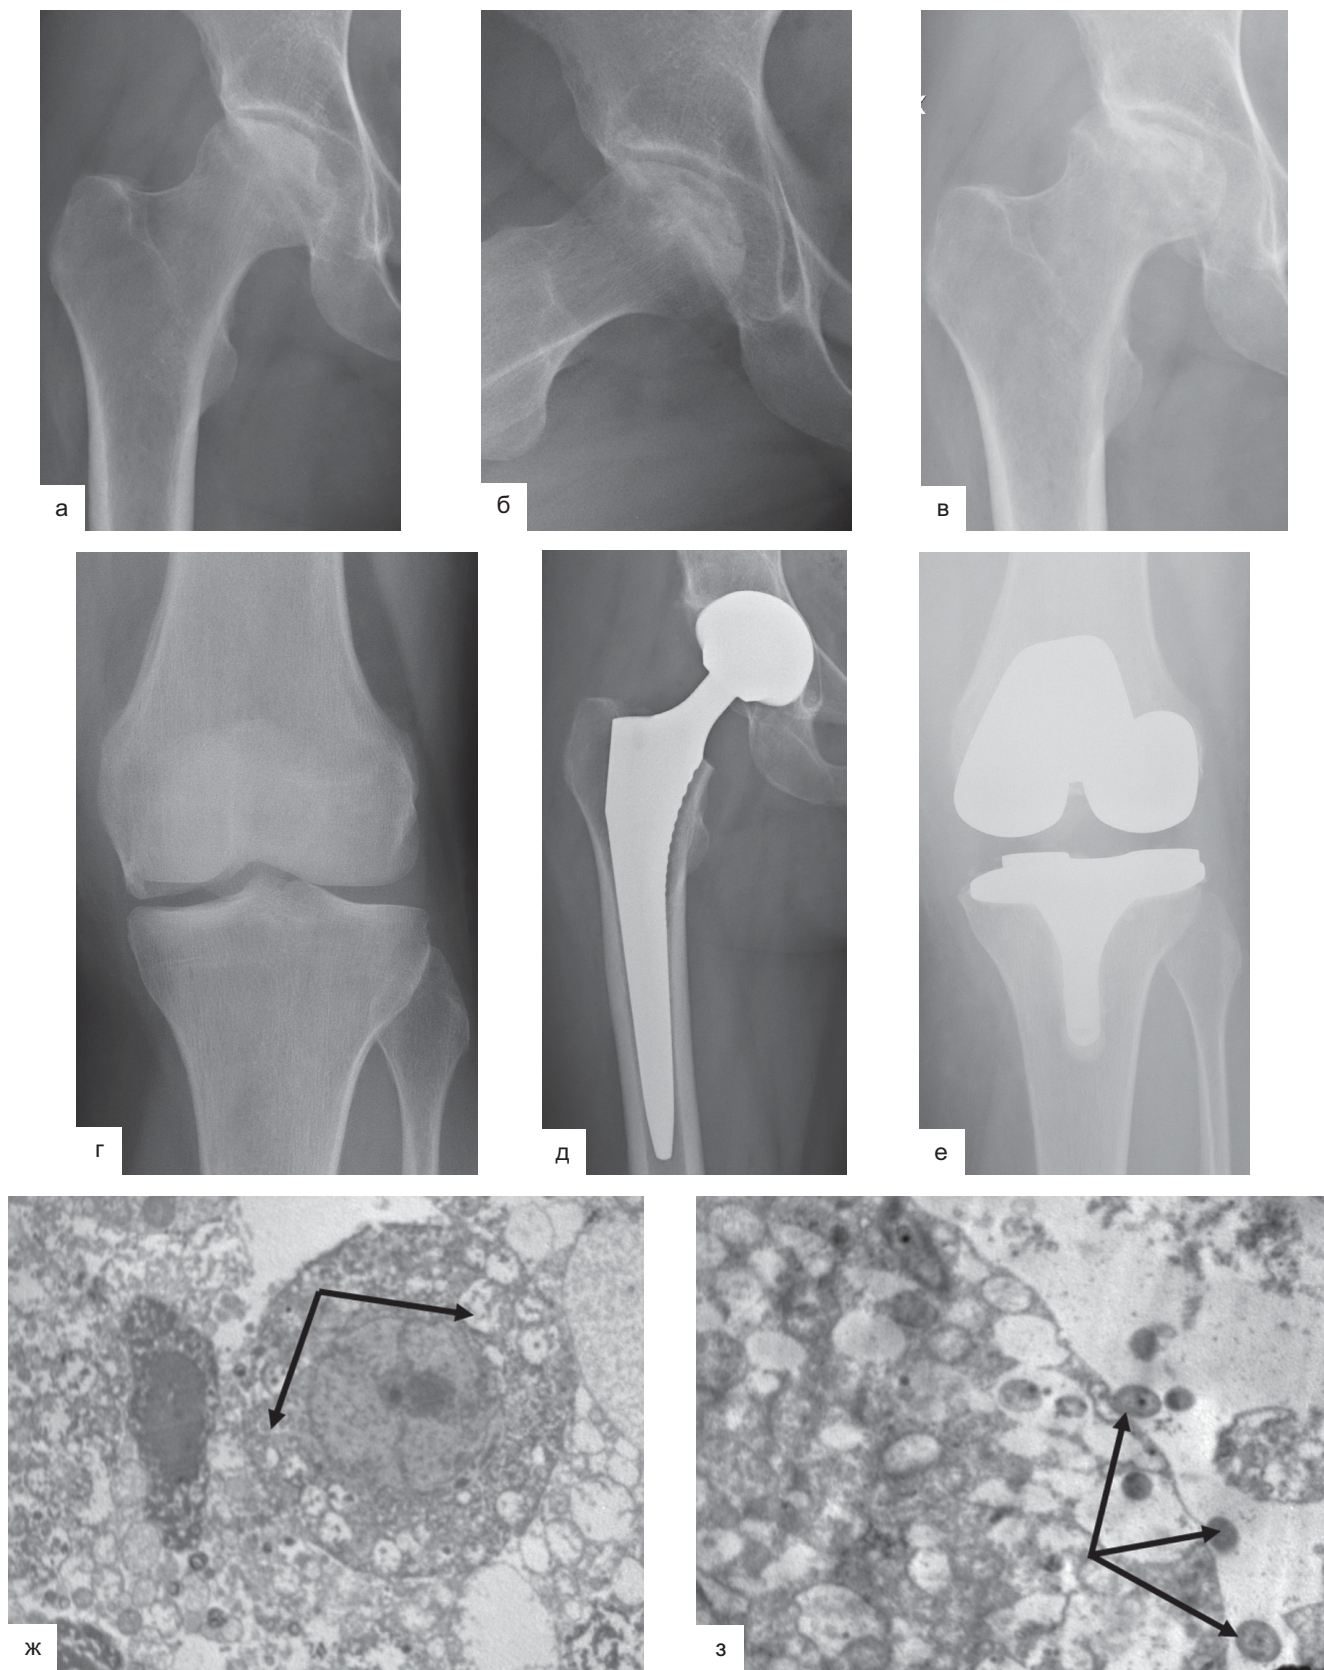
Данные инструментального исследования пациентки Г. с остеонекрозом головки и мыщелка бедер (хламидиеиндуцированный): а, б, в, г — рентгенография: остеонекроз головки бедра справа в динамике и внутреннего мыщелка бедра слева: уплощение головки, секвестрация, перелом субхондральной кости пораженных участков; д, е — ТЭТС, ТЭКС; ж — формирование внутрицитоплазматических хламидийных включений в цитоплазме синовиоцита; з — выход в межклеточное пространство элементарных частиц *Ch. trachomatis*
